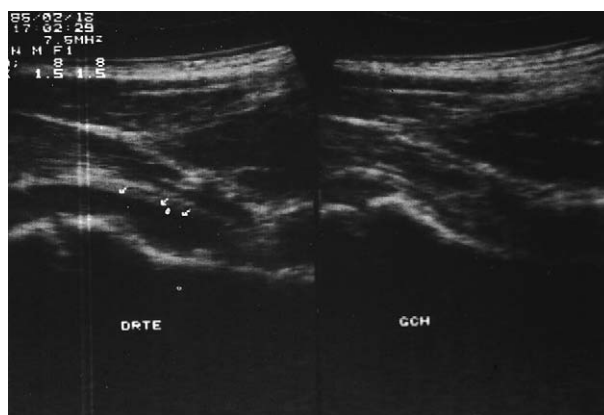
Échographie de hanche dans une synovite aiguë transitoire. Épanchement du côté droit (à gauche sur la photo).
